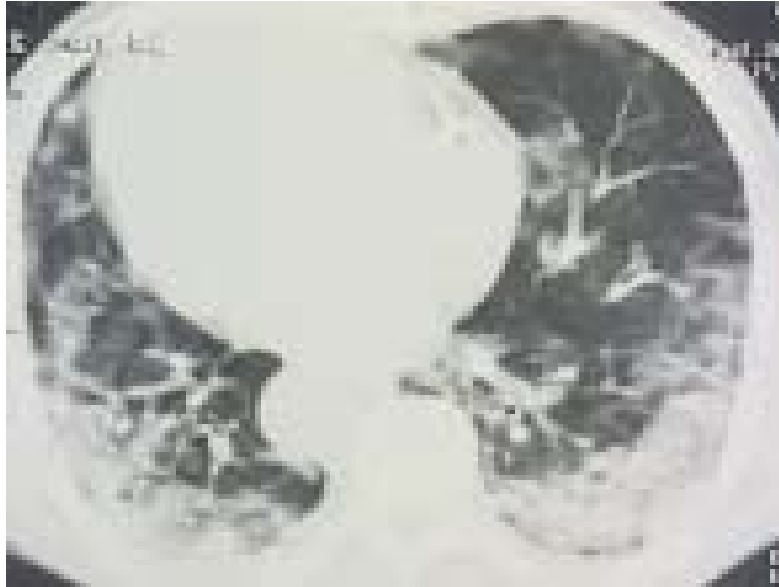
TDM thoracique en fenêtre pulmonaire en coupe axiale : verre dépoli en atteinte minimale.
